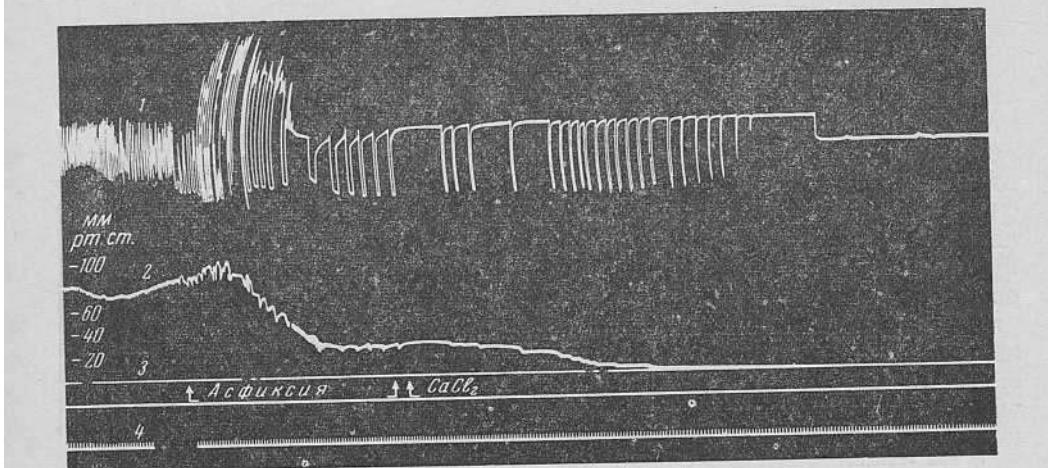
Перфузия изолированного отрезка сонной артерии гипертоническим раствором хлористого кальция не дает эффекта при асфиксии после предварительного угнетения ангиорецепторов новокайном (обозначения те же, что на рис. 92).
